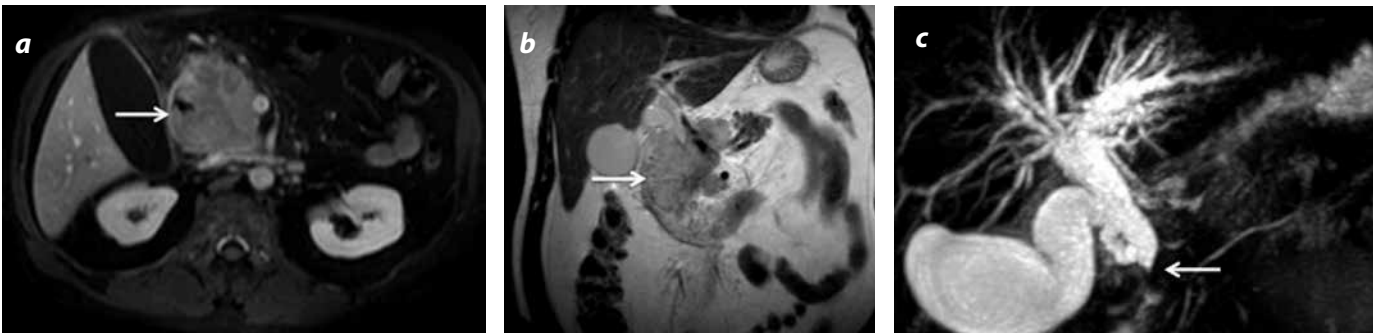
a) RM secuencia con información T1 con administración de gadolinio y saturación grasa (flecha). b) Secuencia con información T2 en el plano coronal; masa localizada en la segunda porción del duodeno (flecha) que compromete la región ampular y periampular. Realza con el gadolinio y tiene señal intermedia en secuencias con información T2. c) CPM: dilatación de la vía biliar intra- y extrahepática con obstrucción en colédoco distal. El estudio patológico demostró un adenocarcinoma duodenal (flecha).
